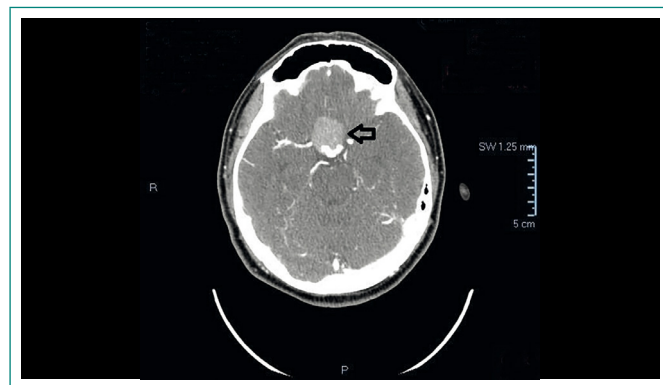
TAC diagnóstica
